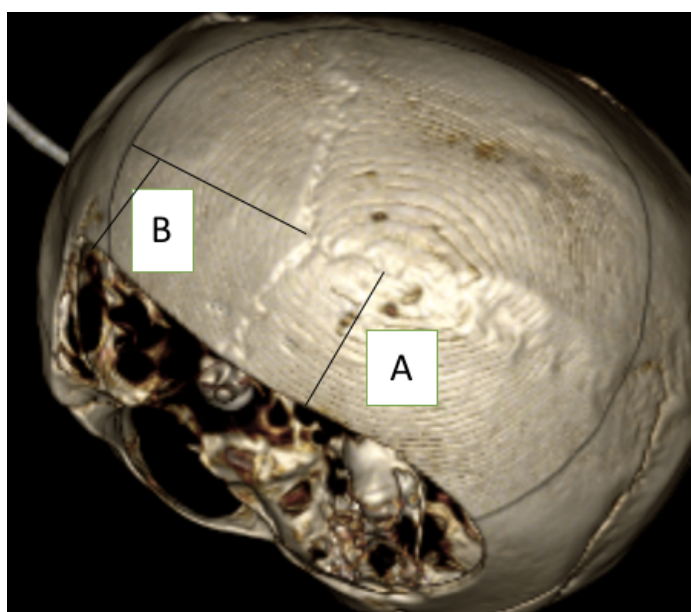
Reconstrução 3D de tomografia craniana de paciente submetido a craniectomia descompressiva. Notar a técnica utilizada para medir a distancia da borda superior da CD em relação à linha média.
